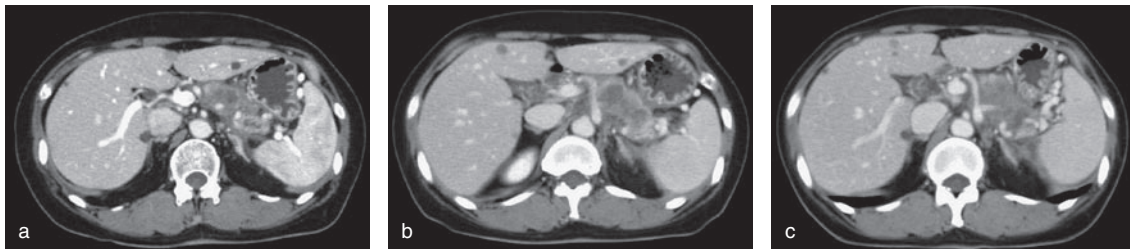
a; 治療前腹部造影 CT。膵体尾部に腫瘍と肝嚢胞を認めた。b; 2007年11月の CT。腫瘍の増大を認める。C; 2008年3月の CT。明らかな腫瘍の増大は認めない。
